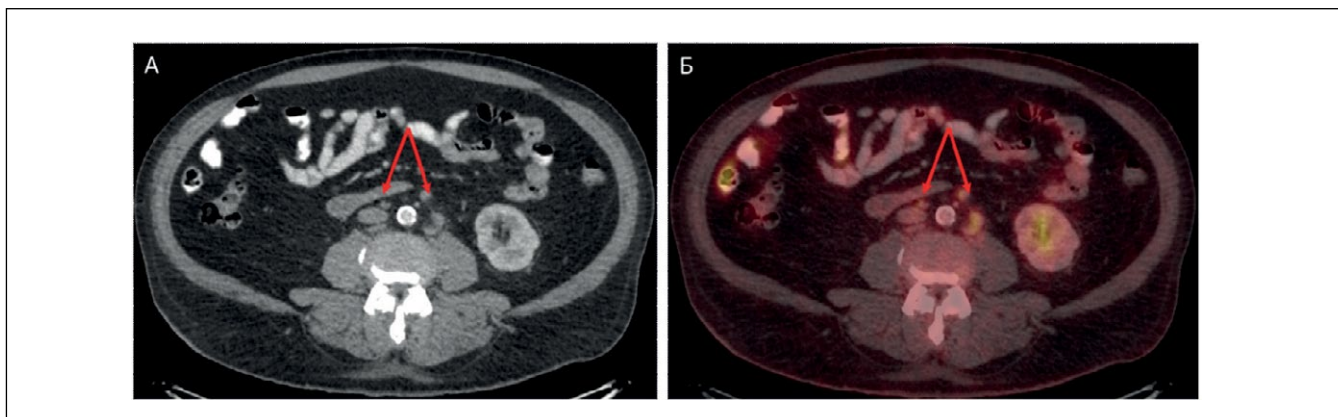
Пациент 1. Рак кардиального отдела желудка. По данным ПЭТ/КТ с 18F-ФДГ (аксиальные срезы, А – КТ с внутривенным контрастированием, Б – совмещенные изображения ПЭТ/КТ) в забрюшинном пространстве по ходу аорты и нижней полой вены определяются множественные плоские и округлые лимфатические узлы (стрелки) с патологическим накоплением РФЛП – до SUVmax 5,89, что соответствует опухолевому поражению.
